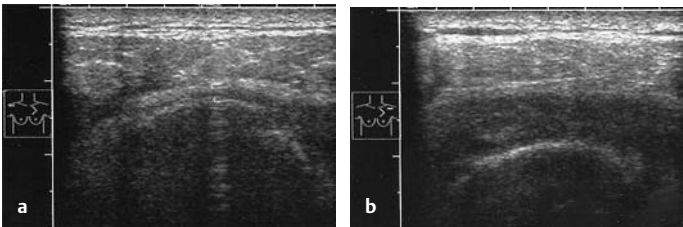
a u. b Chronisch degenerativ verursachte RM-Ruptur bei Berufsmusiker (Streichinstrument). a Querschnitt: Spindelförmige Ausdünnung der RM, Humeruskopfglatze, „Rad ohne Reifen“, b Seitenvergleich
